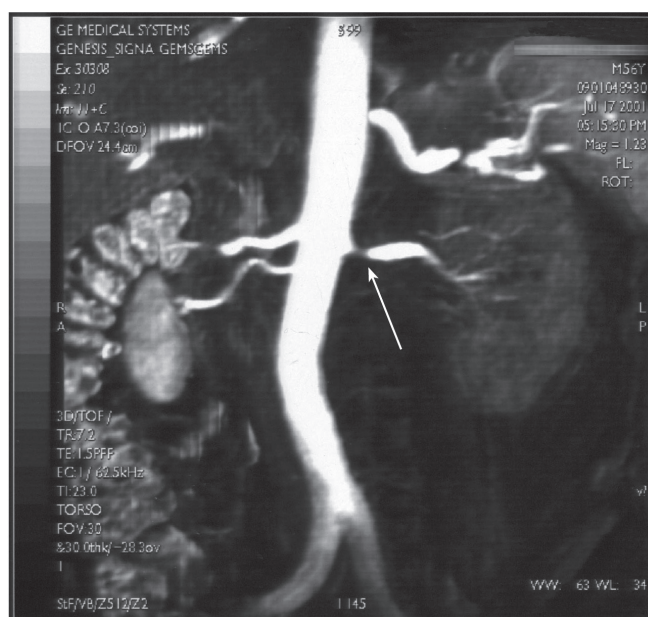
Sténose juxta-ostiale de l'artère rénale gauche (angio-IRM)
